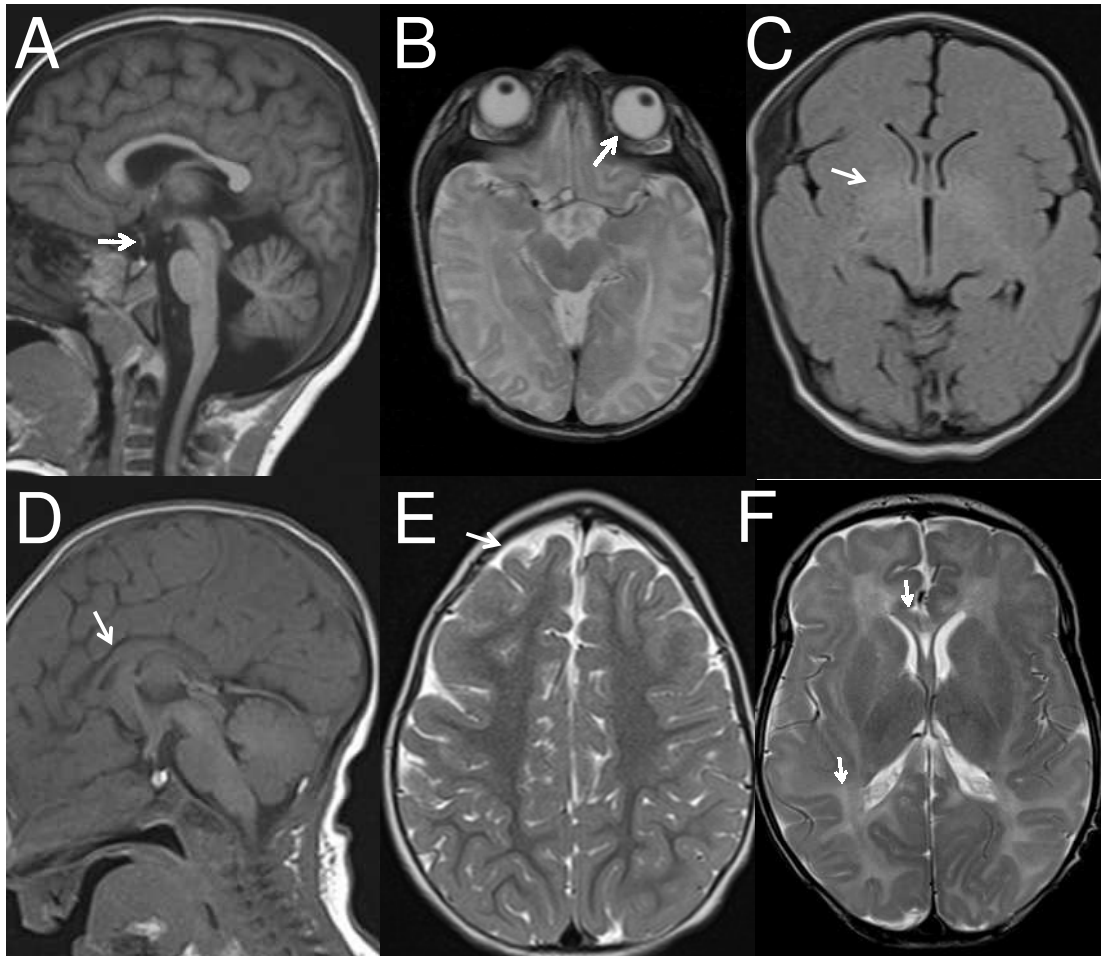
Brain MRI findings in KCNQ2 encephalopathy.
